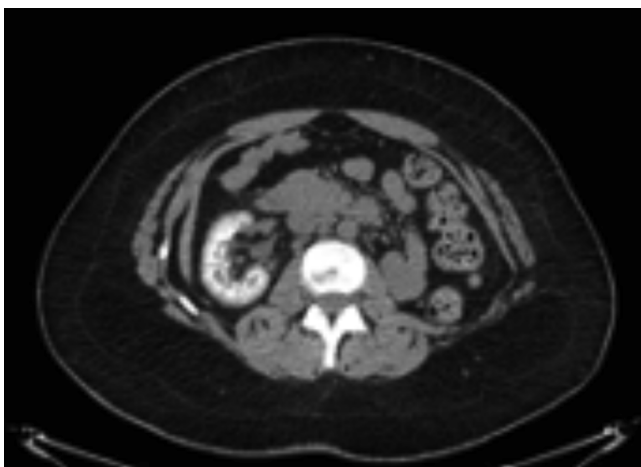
Tomografía computarizada del riñón derecho con litiasis en los grupos caliciales superior, medio e inferior no obstructivas.
